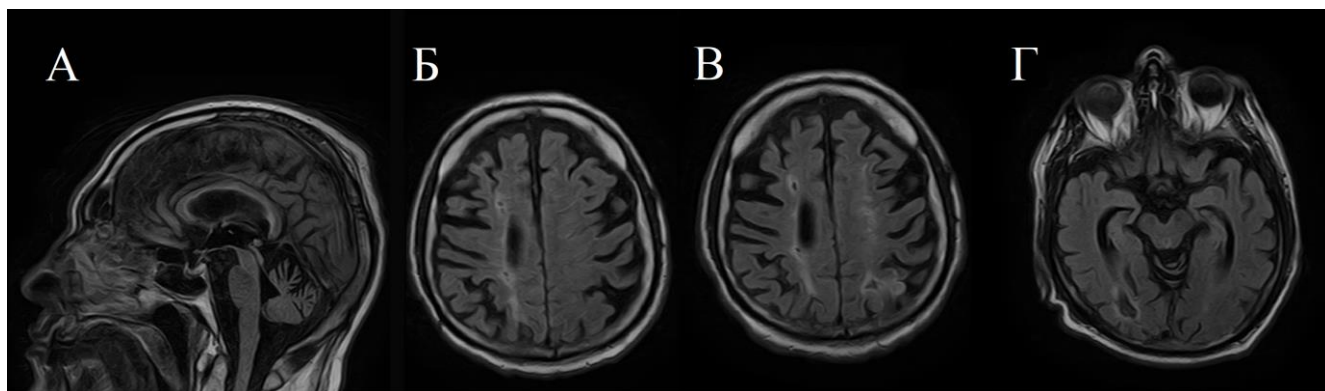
МРТ головного мозга пациента *ПКВ*. А (T1-ВИ, сагиттальный срез): признаки атрофии мозжечка, истончение мозолистого тела; Б – Г (T2-FLAIR, аксиальные срезы): Б – лакунарные инфаркты в глубоком белом веществе правого полушария большого мозга, признаки атрофии головного мозга; В (динамика через 6 месяцев) – постинфарктные изменения определяются также в левом полушарии большого мозга, в т.ч. в коре левой теменной доли, диффузные изменения глубокого белого вещества семиовальных центров; Г – постинфарктные изменения в правой затылочной доле.
